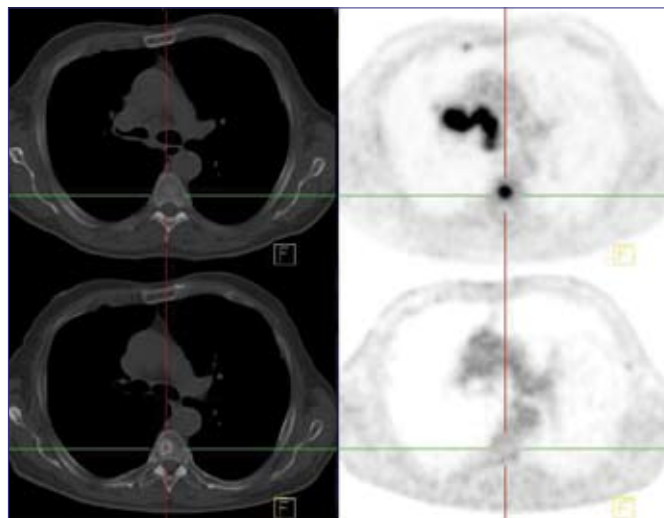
Baseline PET/CT (upper images): focal pathologic ^{18}F -FDG uptake in Th6 without abnormalities on CT. Pathologic ^{18}F -FDG uptake in mediastinal lymph nodes; follow up PET/CT (lower images): sclerotic bone lesion in Th6 without pathologic ^{18}F -FDG uptake.
